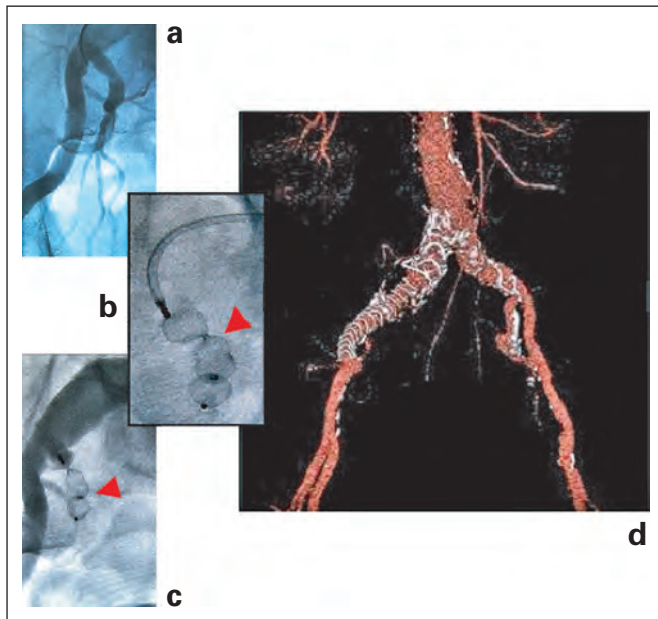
Endovaskuläre Ausschaltung eines Aneurysmas der A. iliaca communis rechts (Typ I) mit fehlender distaler Landungszone. (a) Angiographischer Ausgangsbefund; (b) Okkluderfreisetzung (Vascular Plug II, roter Pfeil); (c) erfolgreiche proximale Embolisierung der A. iliaca interna (roter Pfeil); (d) Abschlussbefund nach Embolisierung und Implantation eines linearen Grafts (Angio-CT in 3D-VRT).
